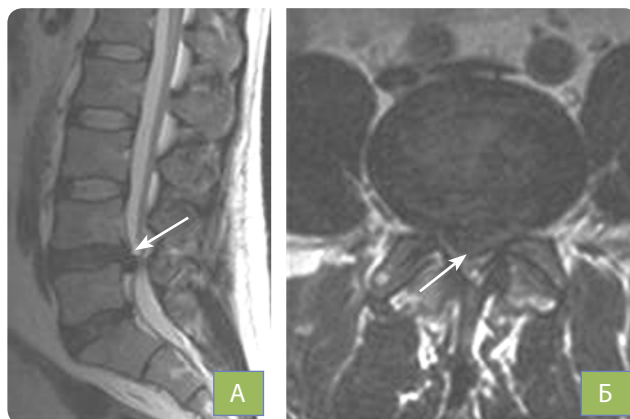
Магнітно-резонансна томографія (А — бокова та Б — аксіальна проекції) попереково-крижового відділу хребта. Грижа міжхребцевого диска  $L_4-L_5$
